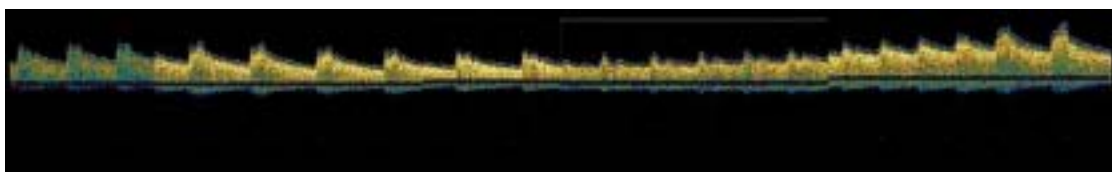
Registre de Doppler transcranial mostrant la disminució de la velocitat màxima Doppler durant la maniobra de Valsalva >30%.
